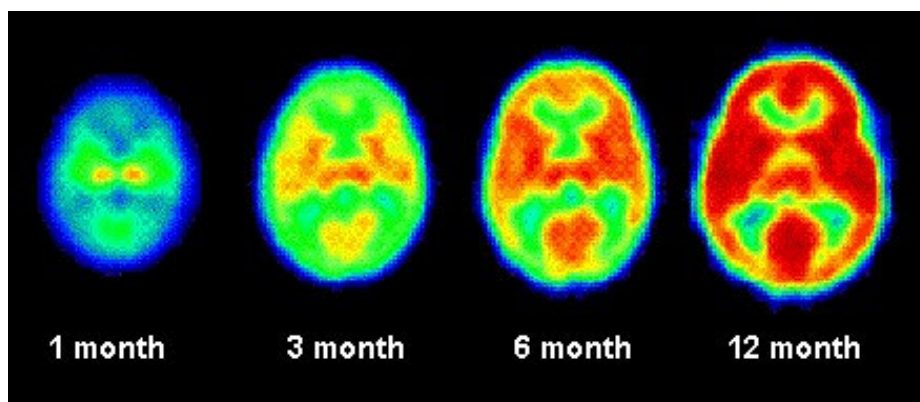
PET-scan do desenvolvimento cerebral de uma criança
